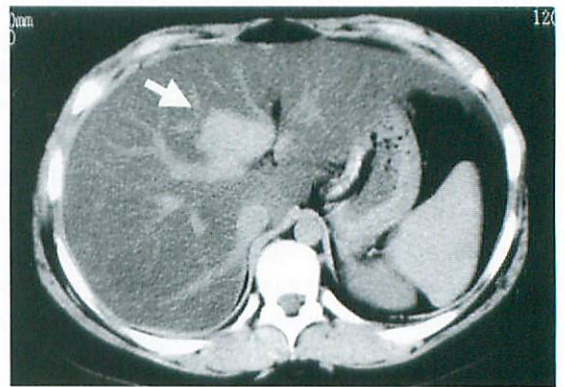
Plain CT scan shows almost all the parenchyma to be low-density, except for a focal spared area in the segment 4 (arrow).
